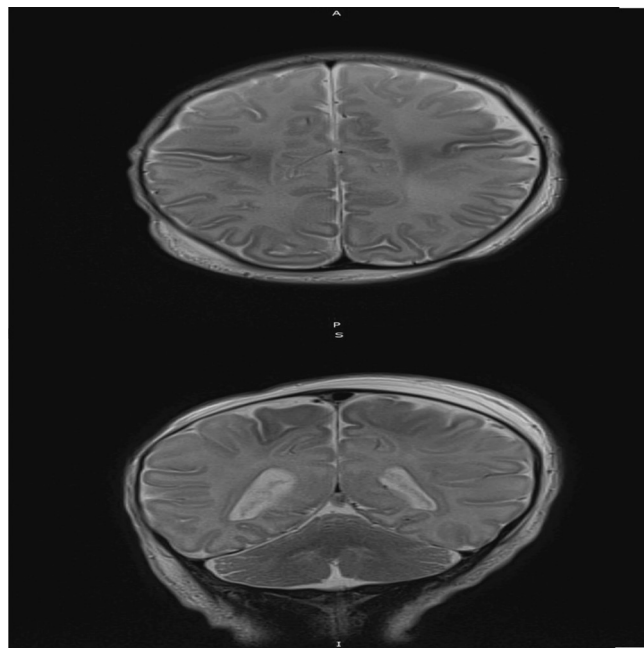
МРТ головного мозку пацієнта на шосту добу життя (ПМВ 41-42 тиж.), режим Т2
